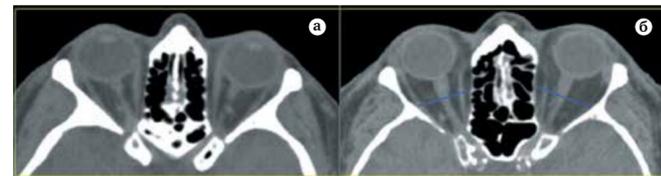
Компьютерная томограмма орбит (аксиальная проекция) пациентов с отсутствием орбитальной патологии: а — асимметрия костных орбит (OD = 25,46 см³, OS = 26,524 см³); б — асимметрия вершин костных орбит (OD = 4,88 см³, OS = 5,03 см³)
